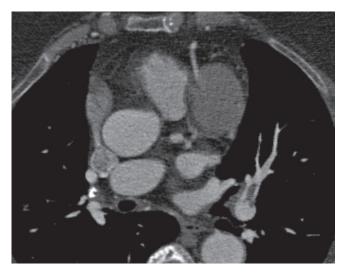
Метод МСКТ. Многоплоскостная реконструкция. Тромбоэмболия в систему нижнедолевой ветви левой легочной артерии
